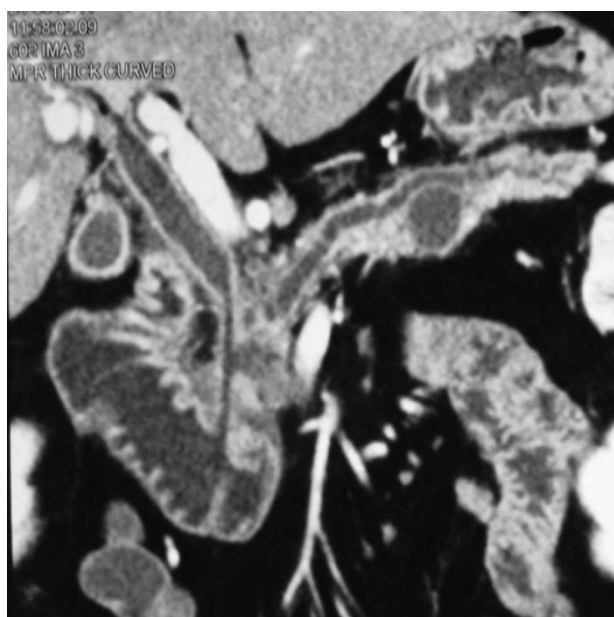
Мультидетекторная СКТ Эндоскопическое стентирование (пластиковым стентом)
